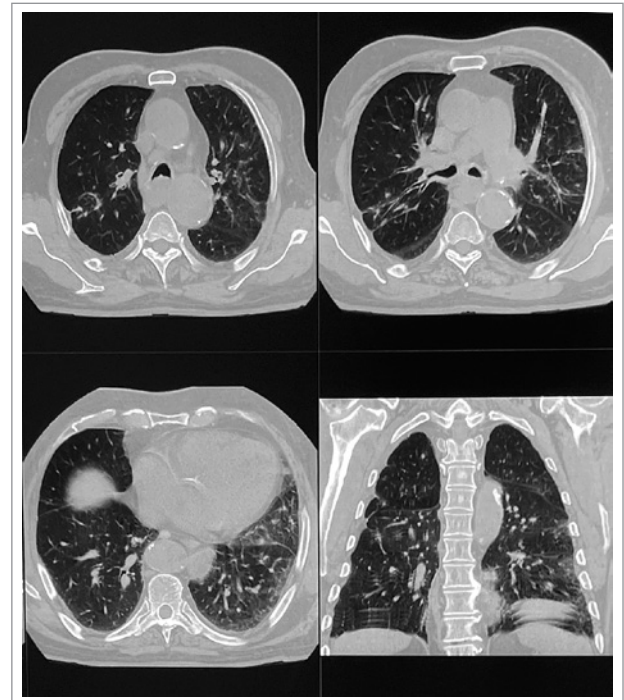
Компьютерная томография органов грудной клетки пациента 97 лет. Плотные очаги в средней доле левого легкого
